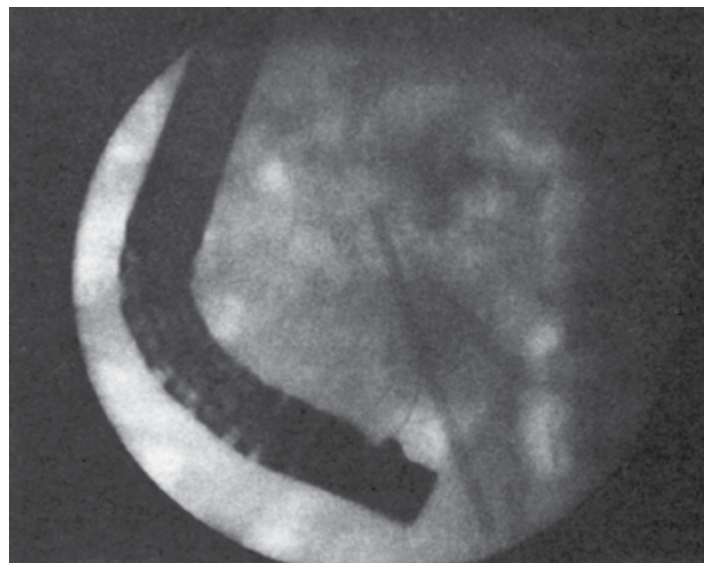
Позиция стента вирсунгова протока при рентгеноскопии.
